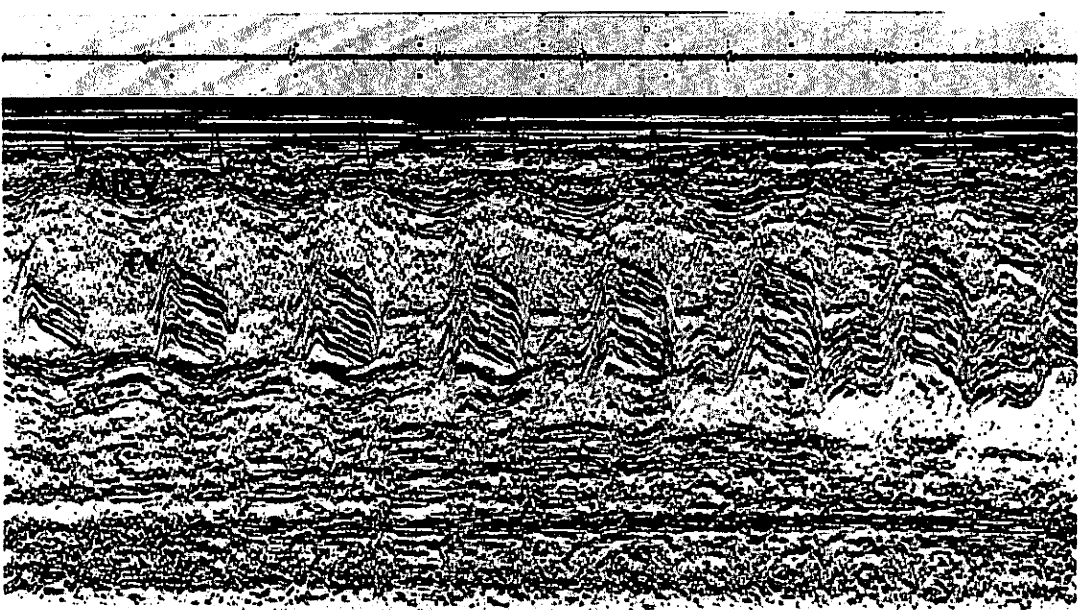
M-mode echocardiogram of the tricuspid valve and right ventricle.
